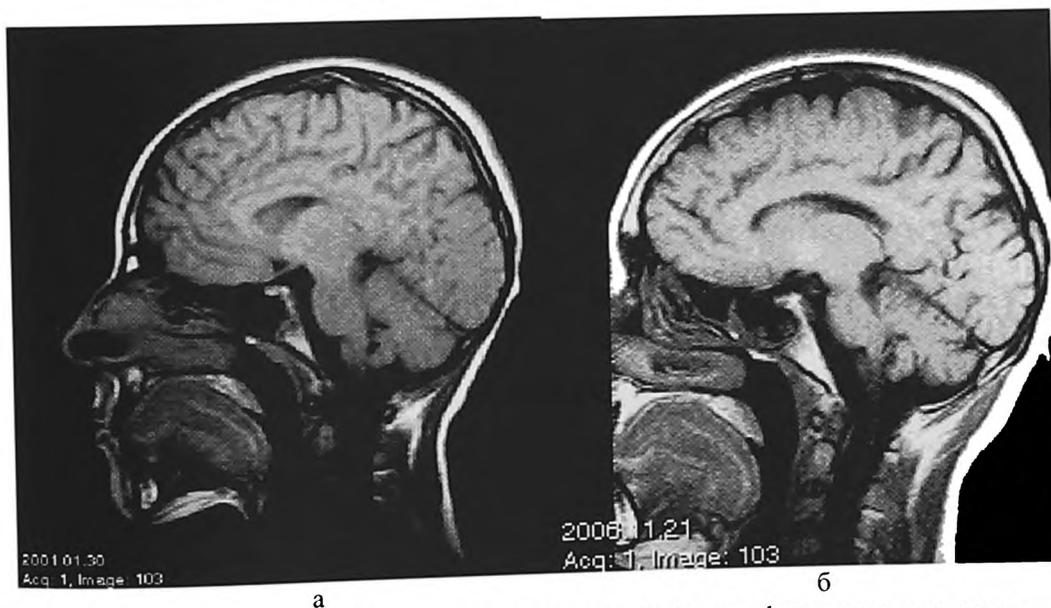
Признаки нарастания кортикальной атрофии при синдроме Кожевниковской эпилепсии у больного с хроническим КЭ. МРТ в динамике (а - через 2 года, б - через 7 лет после острого периода)
